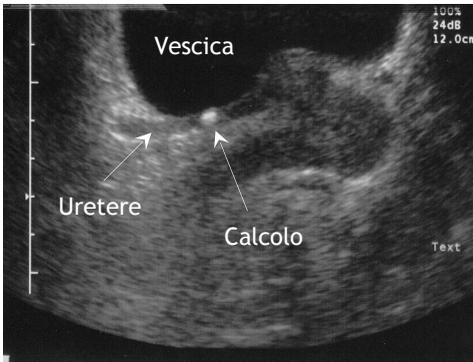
Ecografia reno-vescicale: esempio di calcolo intramurale passibile di terapia espulsiva*
